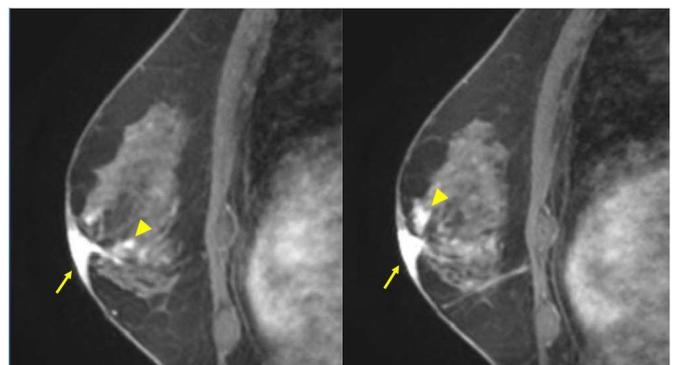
乳房 MRI (症例 3)      左乳頭部とその周囲に扁平病変を認めた(矢印)。さらに、乳頭近傍に乳管内への進展を認めた(矢頭)。
